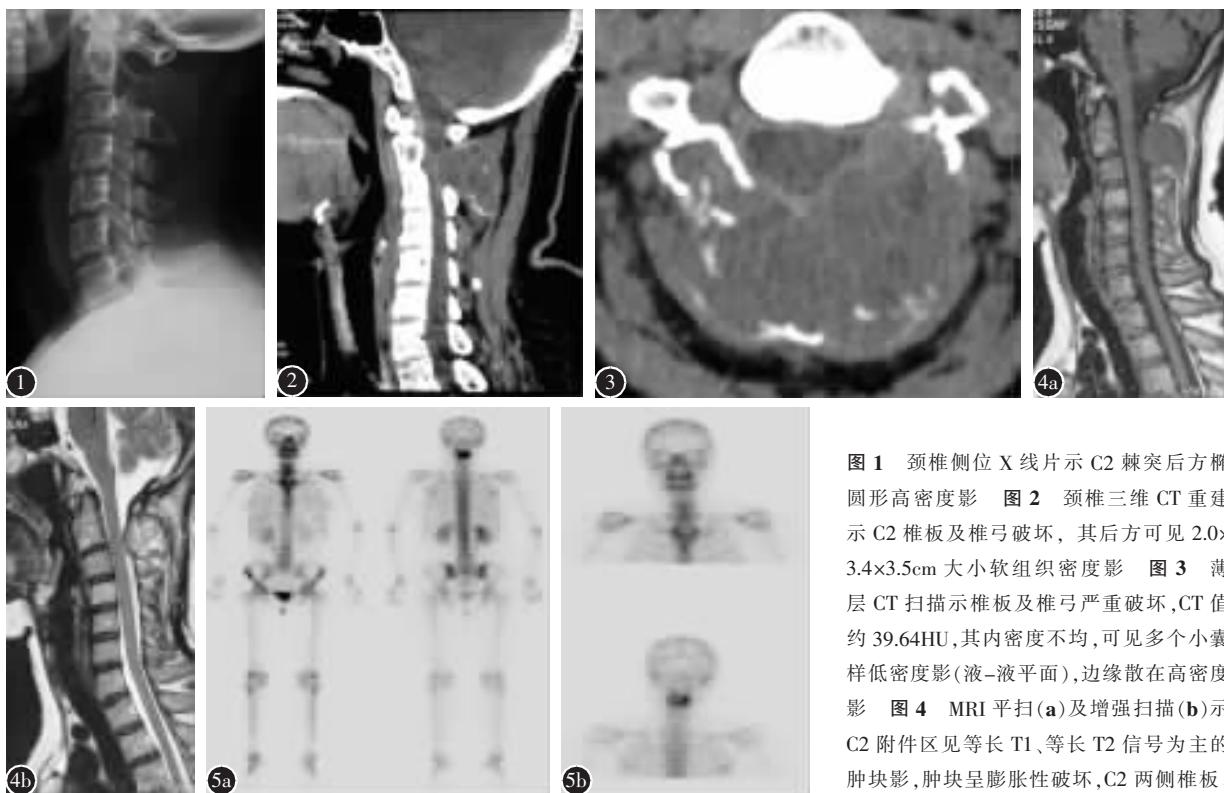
颈椎侧位 X 线片示 C2 棘突后方椭圆形高密度影 图 2 颈椎三维 CT 重建示 C2 椎板及椎弓破坏, 其后方可见 2.0×3.4×3.5cm 大小软组织密度影 图 3 薄层 CT 扫描示椎板及椎弓严重破坏, CT 值约 39.64HU, 其内密度不均, 可见多个小囊样低密度影(液-液平面), 边缘散在高密度影 图 4 MRI 平扫(a)及增强扫描(b)示 C2 附件区见等长 T1、等长 T2 信号为主的肿块影, 肿块呈膨胀性破坏, C2 两侧椎板、椎弓及棘突骨质破坏, 增强后肿块实性部分轻度强化, 颈脊髓未见异常信号 图 5 a、b ECT 检查全身骨骼显影清晰、对比度好, 第 2 颈椎见异常放射性浓聚区, 其他部位未见明显异常放射性浓聚或稀疏区
